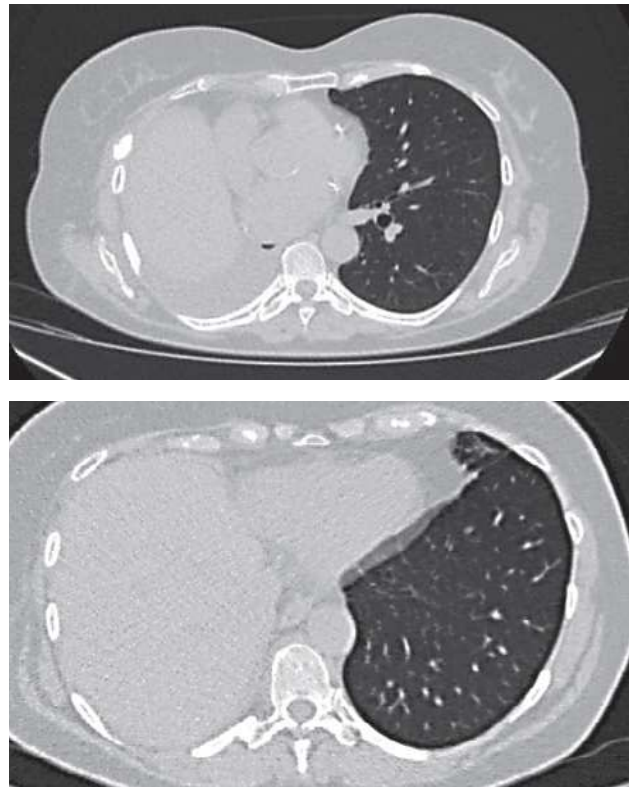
КТ органов грудной полости от июля 2016 г.
